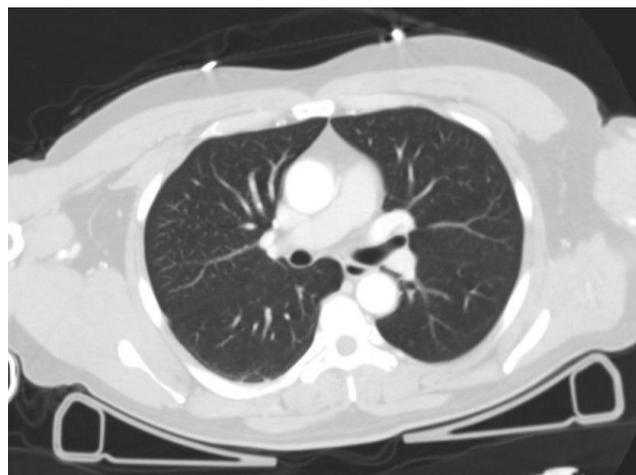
Tomografía computarizada de tórax al ingresar en el hospital. Se observa un parénquima pulmonar sin alteraciones significativas.
